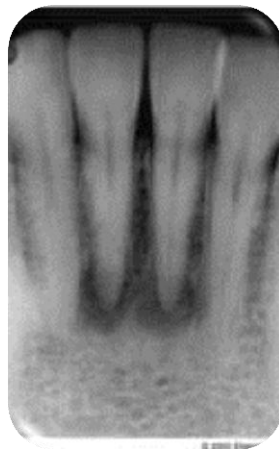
Presencia de una lesión periapical ocasionado por una pulpopatia.
